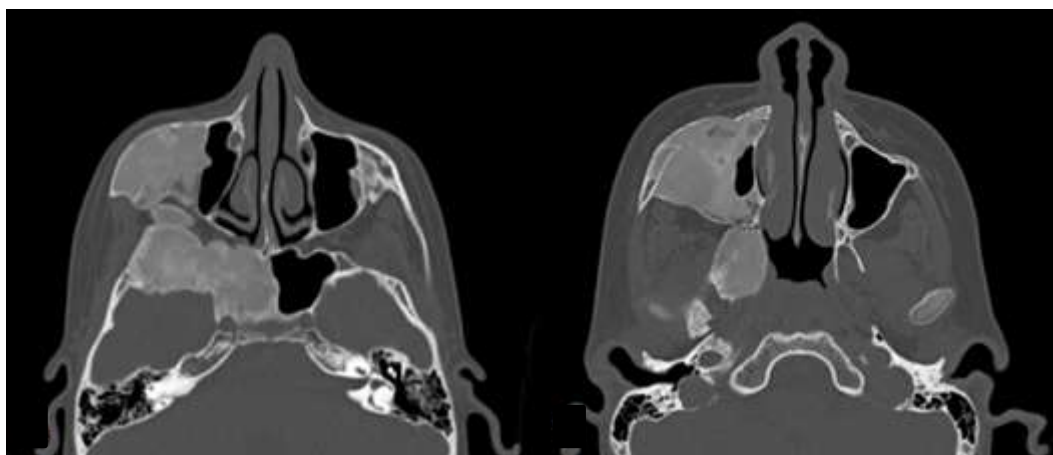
TC de displasia fibrosa num rapaz 11 anos de idade, revelando invasão do seio maxilar, do seio esfenoidal e do canal óptico, deformando o terço médio da face.
